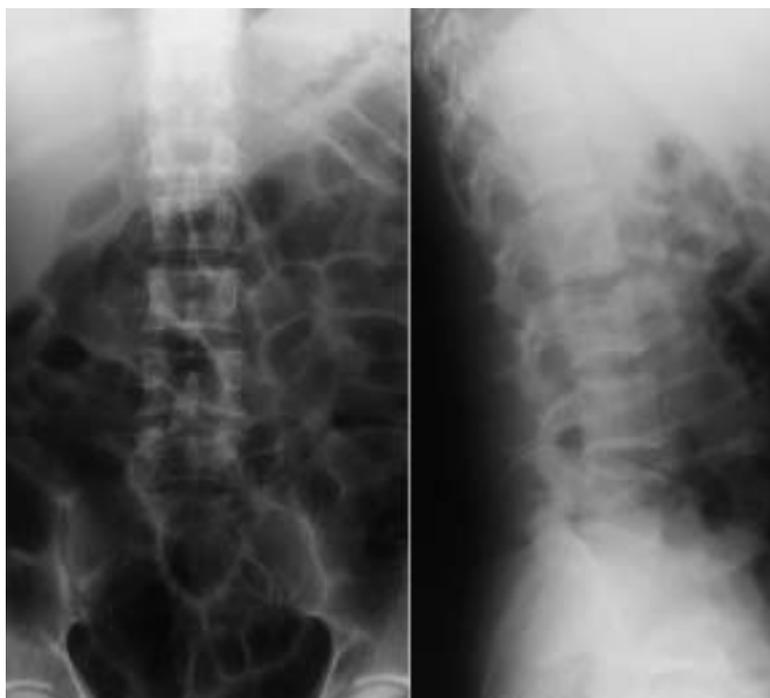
Radiografía de columna lumbar en el momento del ingreso. No se aprecian alteraciones.
